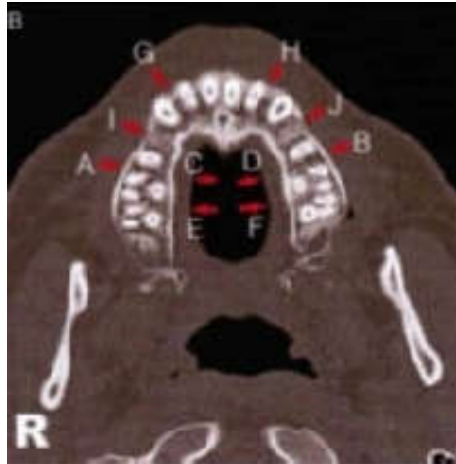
Tomographie transversale. [24]
